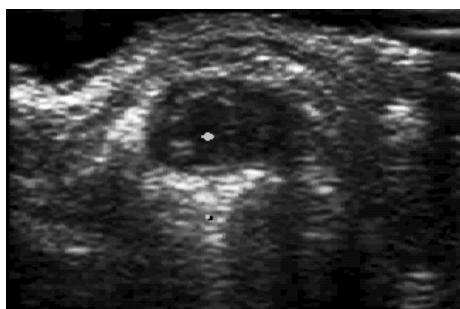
Echokardiographie: parasternal kurze Achse im 2D-Bild
